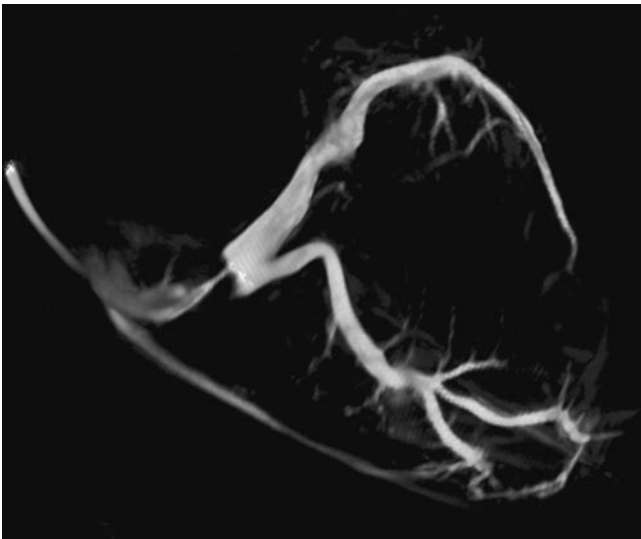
◀ Bewegungskompensierte Darstellung des Koronarsinus mittels C-Arm-CT. Die Aufnahme wurde nach retrograder Injektion von Kontrastmittel in den Koronarsinus aufgenommen
